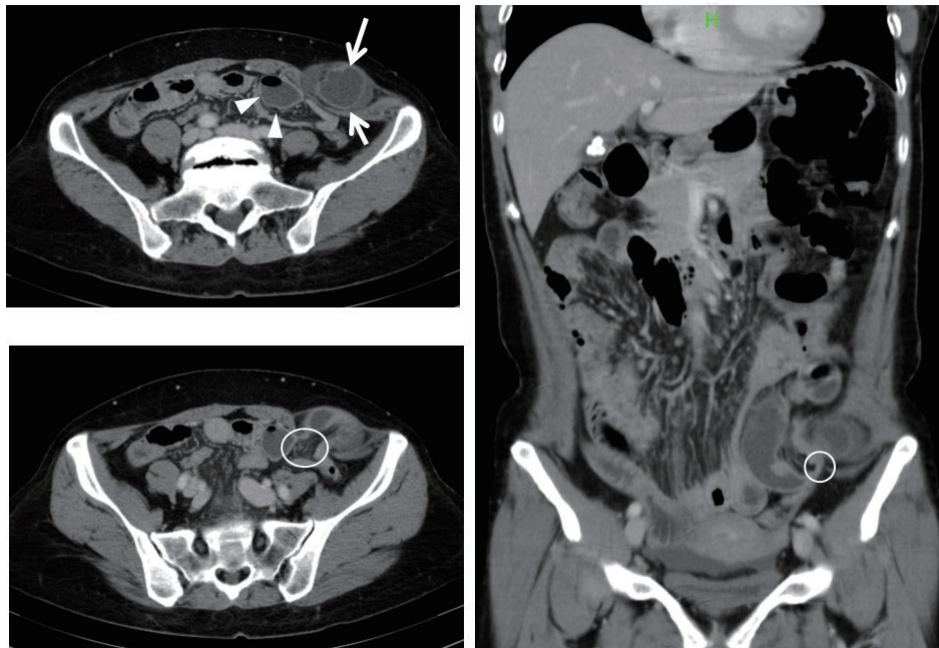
腹部 CT：左腹直筋外側、両上前腸骨棘線の尾側ヘルニア門を認め (○)、外腹斜筋腱膜下に拡張した腸管の脱出を認めた (→)。脱出した腸管には造影効果を認めた。また、腹腔内の腸管も拡張していた (▶)。
